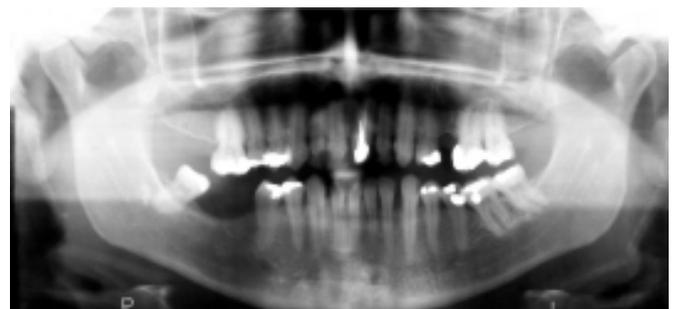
Radiografia panorâmica mostrando calcificação do ligamento estilo-hioideo do tipo pseudoarticular e mineralização homogênea.
